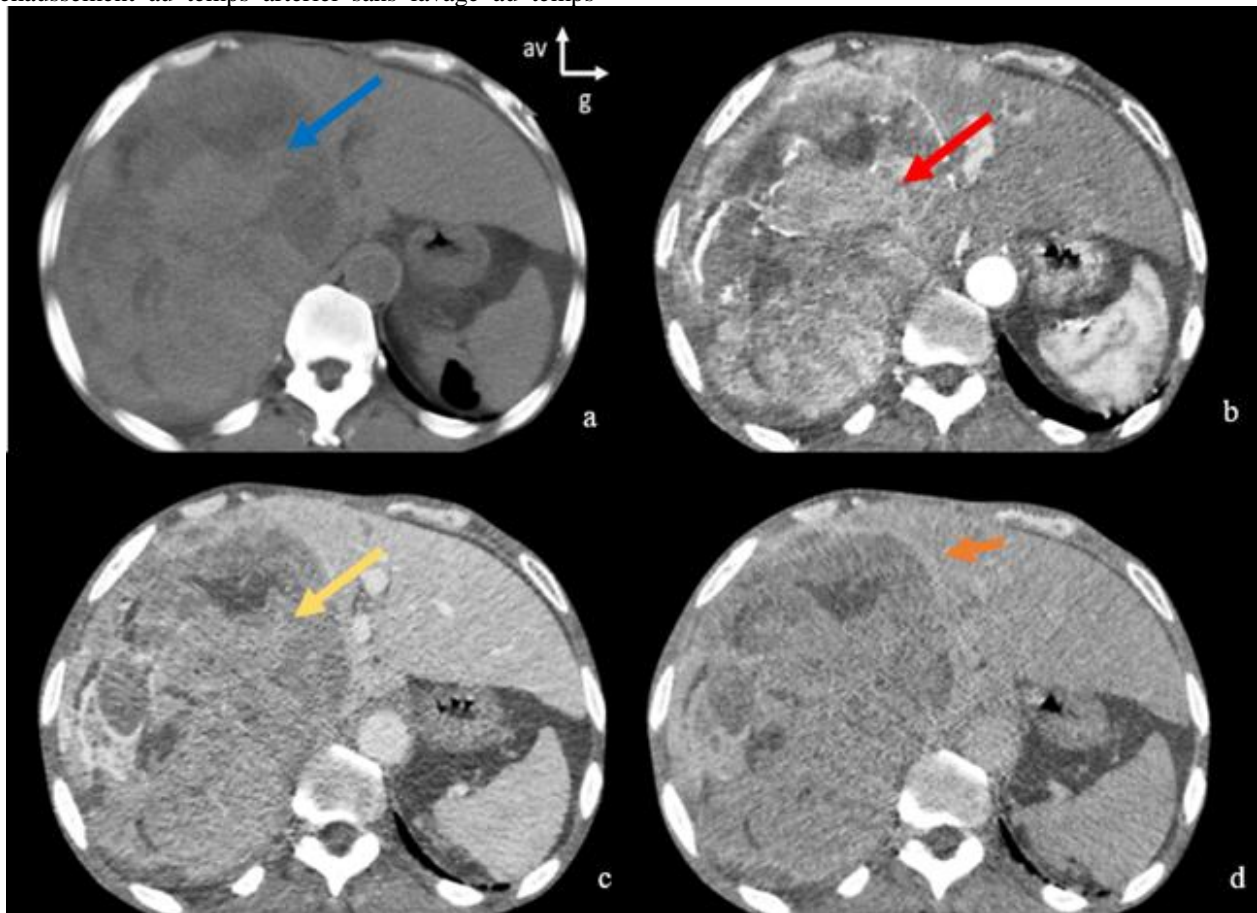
patient de 50 ans cirrhotique. Coupes axiales de TDM abdominale sans injection (a) et après injection de produit de contraste iodé aux temps artériel (b), portal (c) et tardif (d), montrant une lésion hépatique mesurant 17 cm de grand axe, occupant la quasi-totalité du lobe droit, bien limitée, hypodense hétérogène en contraste spontané (flèche bleue) avec hypervascularisation (« wash in ») au temps artériel (flèche rouge) et lavage (« wash out ») au temps portal (flèche jaune) avec capsule périphérique rehaussée au temps tardif (flèche orange), classé LI-RADS 5.
